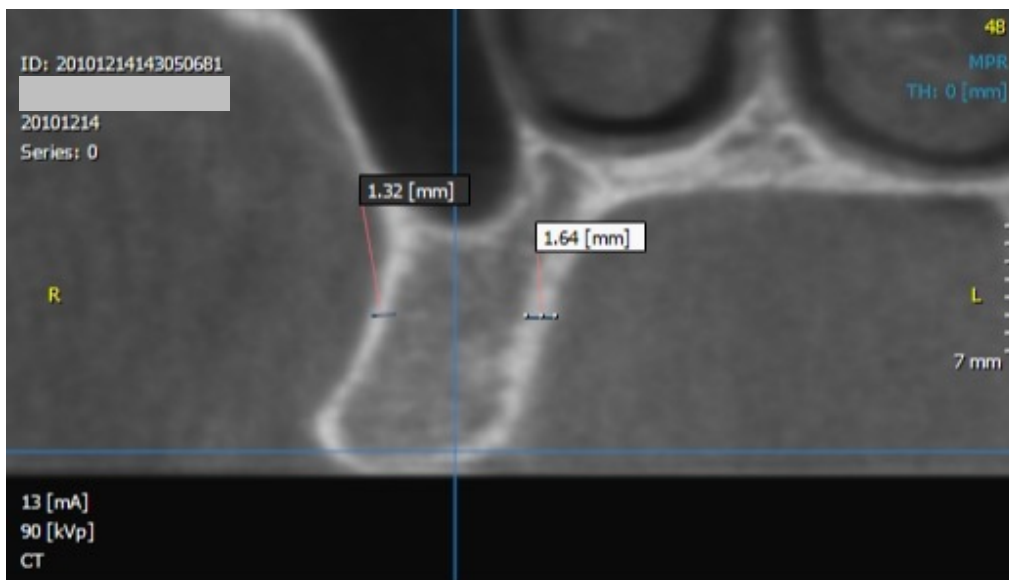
CBCT radiografija
